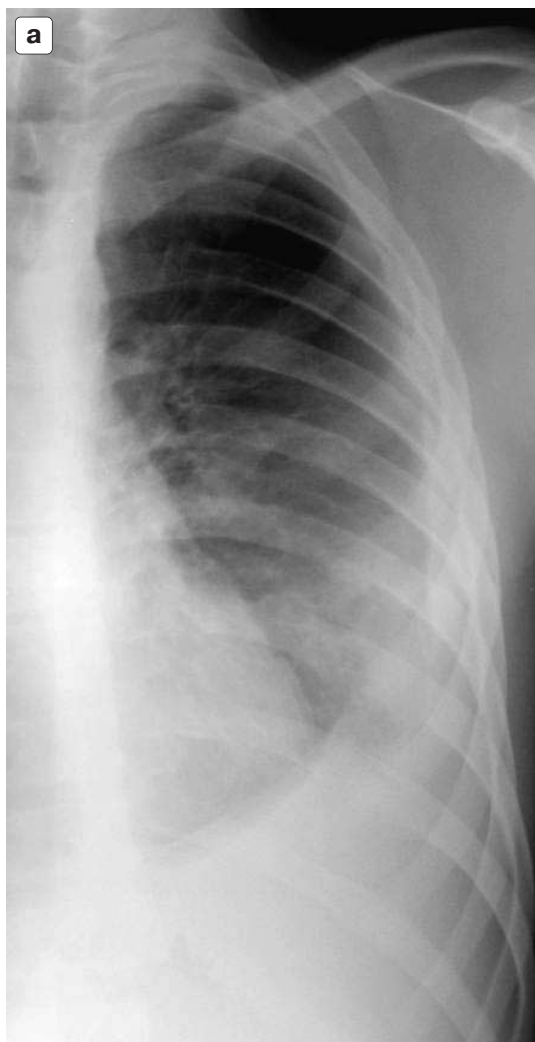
а – традиционная рентгенография; б – КТ-исследование. Бронхоплевральный свищ.
